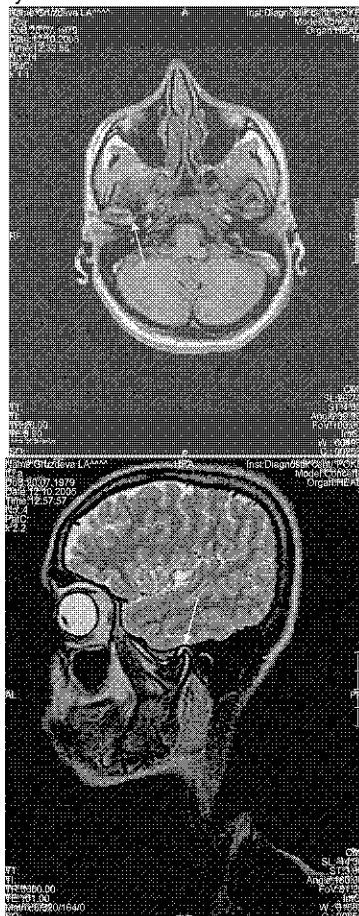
МРТ правого СНЩС хворої Г-вої аксіальна(1) та бічна(2) укладка.
